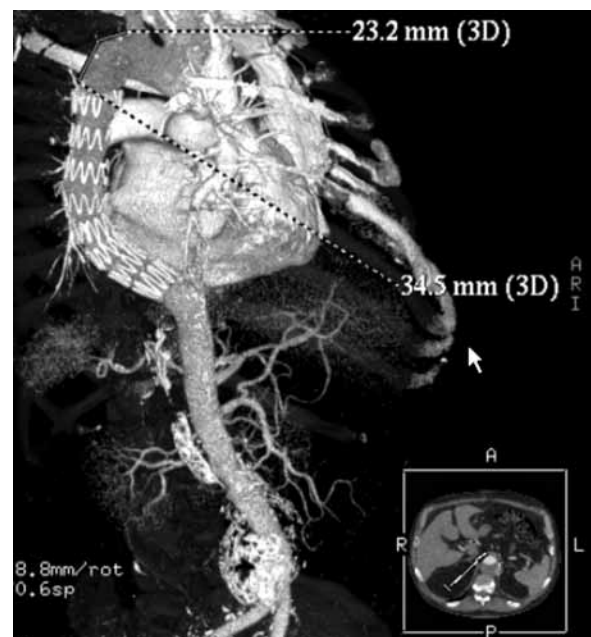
Angio-CT study on the 13th day after surgery
